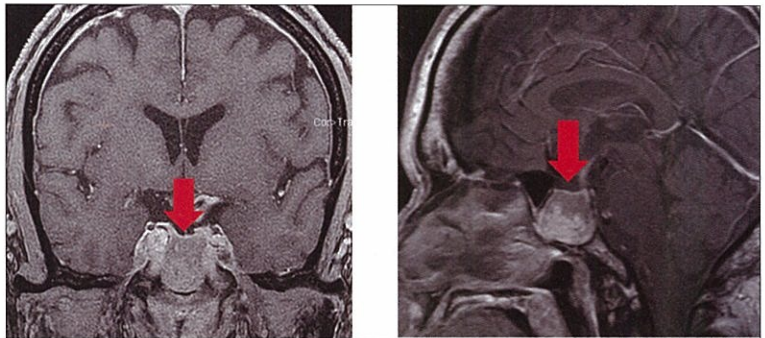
術前MRI 腫瘍はトルコ鞍内から蝶形骨洞内に浸潤している(↓)。
